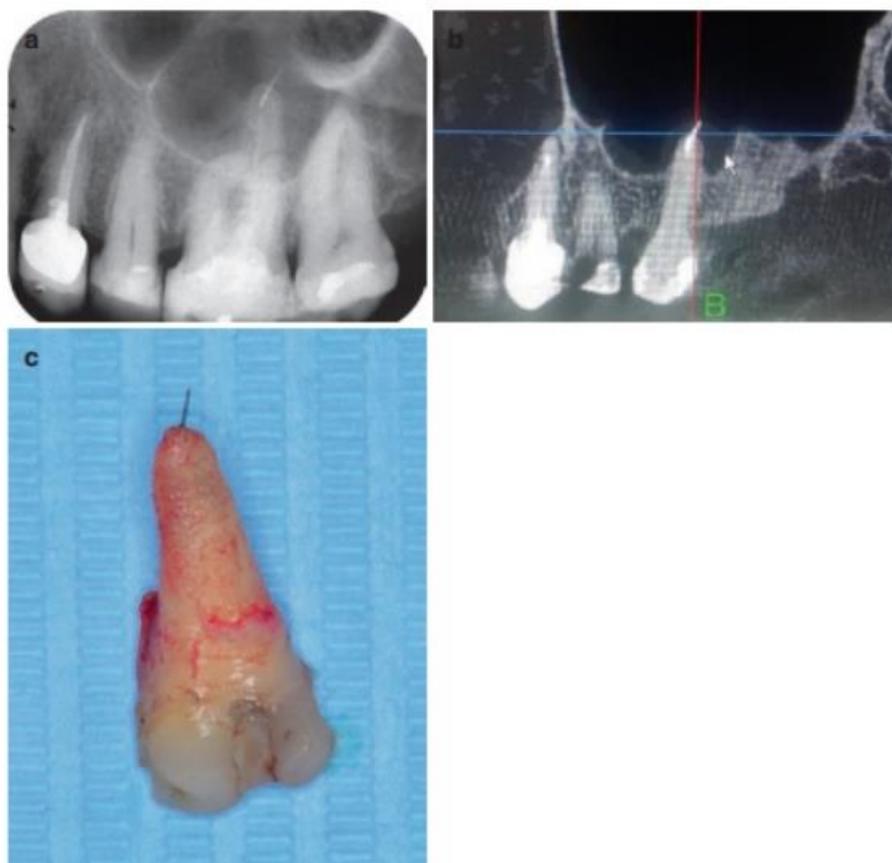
(a) Radiographie préopératoire d'une deuxième molaire supérieure gauche avec une racine inadéquate traitement du canal et un fragment dans la racine palatine extrudant au-delà du foramen dans le sinus dans un Patient de 75 ans avec une santé générale compromise. (b) Image CBCT montrant une épaisseur caractéristique de la paroi interne (muqueuse) du sinus. (c) Racine palatale de la dent extraite
